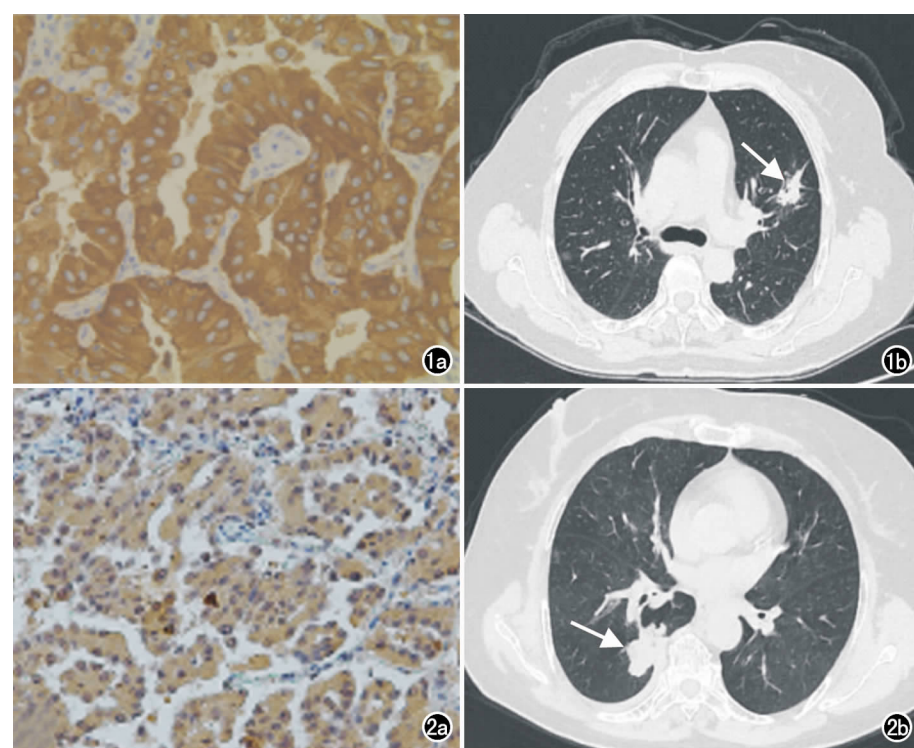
肺腺癌患者,女,病灶位于右肺下叶。a)免疫组化结果显示 TRIM28 呈高表达;b)高分辨率 CT 图像显示肿瘤(箭)边界不规整,出现分叶征、毛刺征和胸膜牵拉征,肿瘤长径约 3.4cm,平扫 CT 值约 35HU。图 2 肺腺癌患者,女,63 岁,病灶位于左肺上叶。a)免疫组化结果显示 LAPTMB4B 呈高表达;b)高分辨率 CT 图像显示分叶征、毛刺征、血管集束征和空气支气管征,肿瘤(箭)长径约 1.8cm,平扫 CT 值约 42HU。
